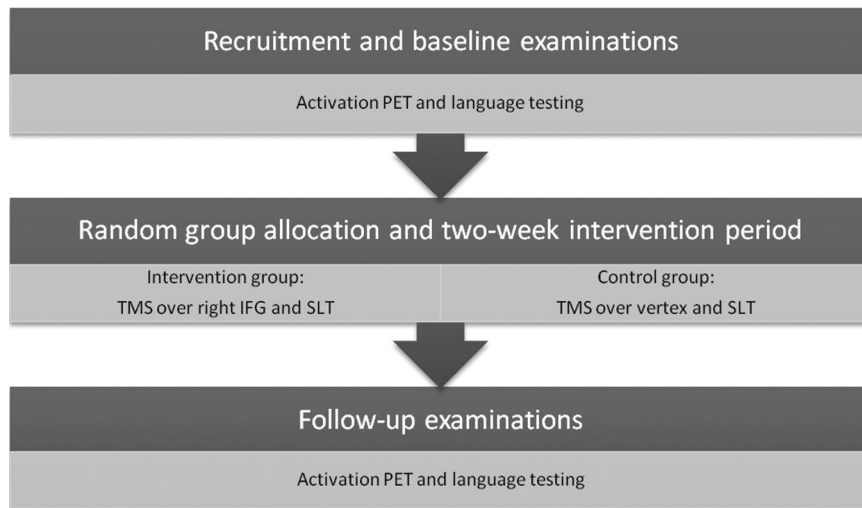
Activation PET imaging and language testing were performed at baseline before randomization and after the rehabilitation period.
